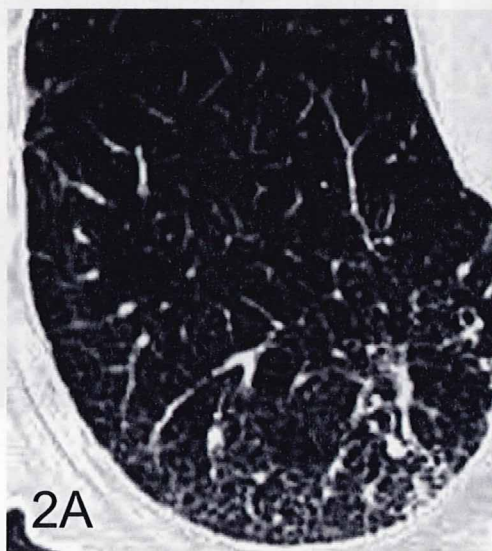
肺死後 CT 画像と解剖所見の対比、アスベスト肺症例
